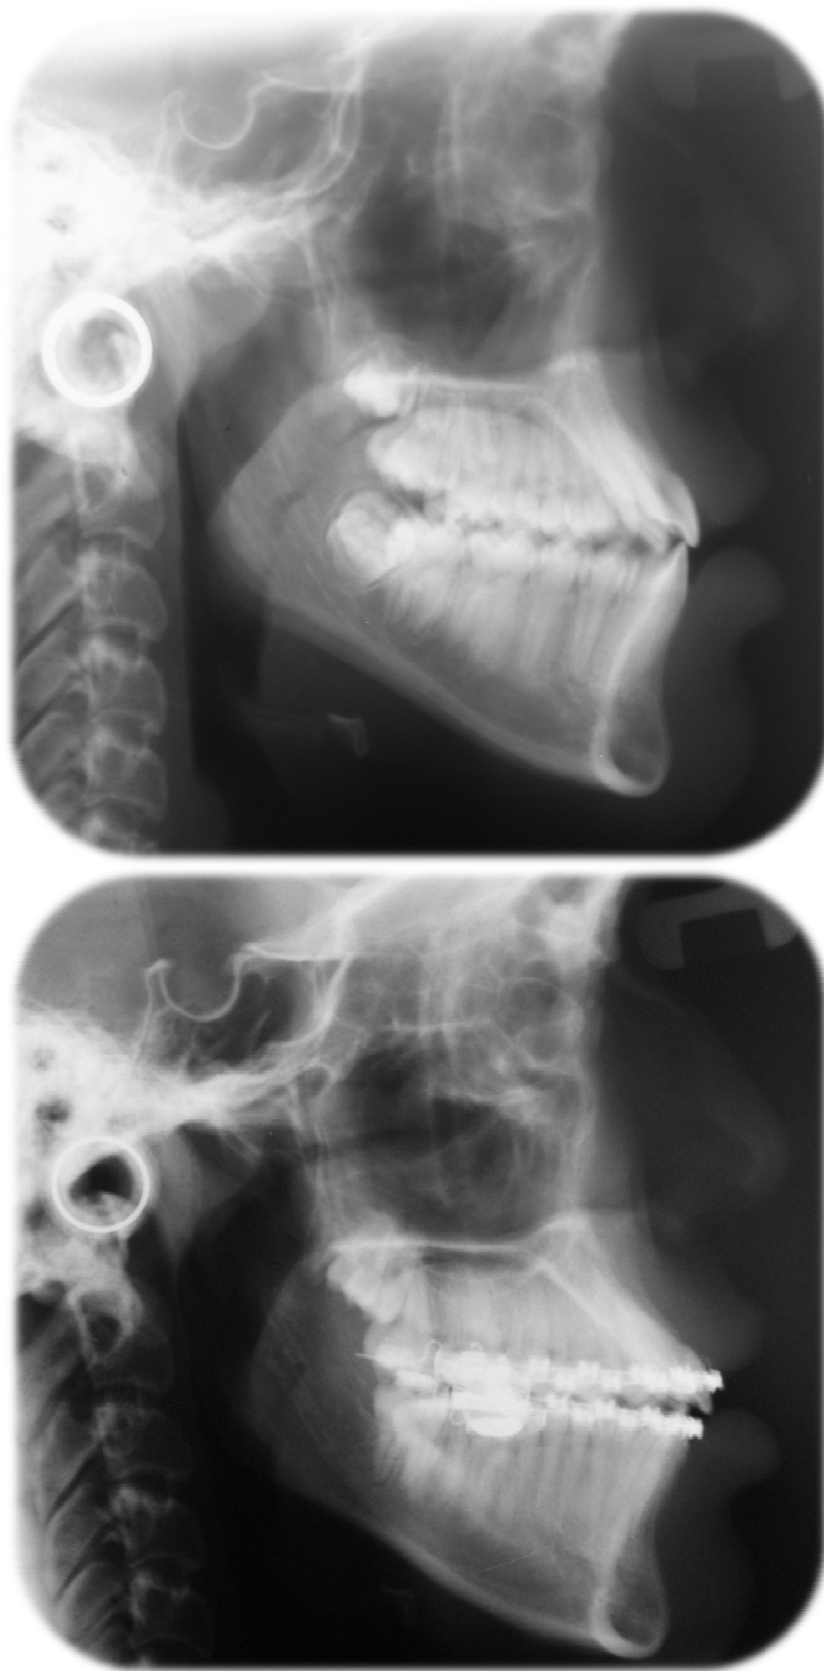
Radiografía Cefalométrica Lateral. Superior: Pretratamiento; Inferior: Final
